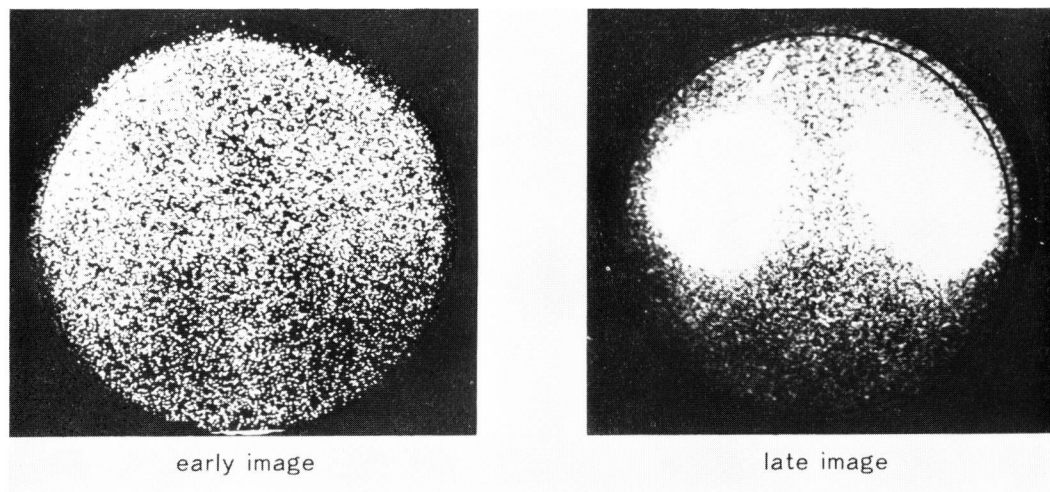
^{99m}Tc -DMSA renal scintigram. Renal bleeding (Type III).
